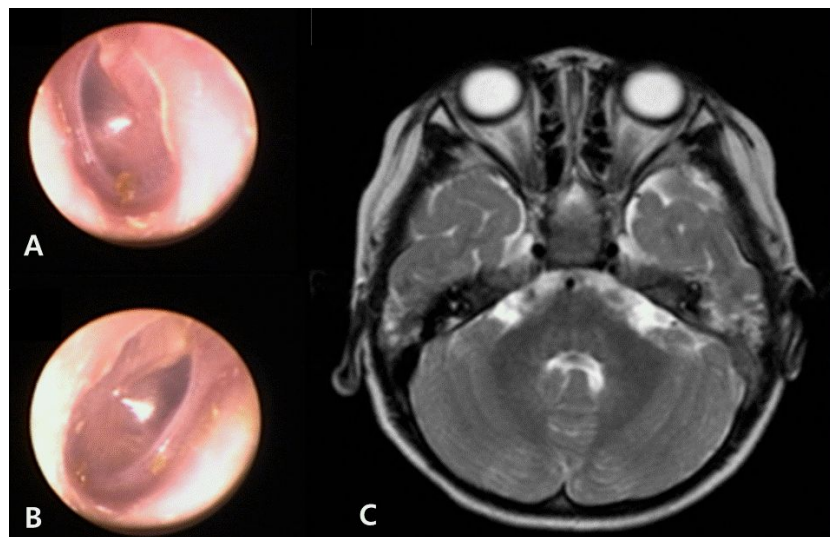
On otoscopy after postoperative weeks 8, ear drums were normal (A, B), and magnetic resonance imaging scan showed no evidence of abscess (C).
